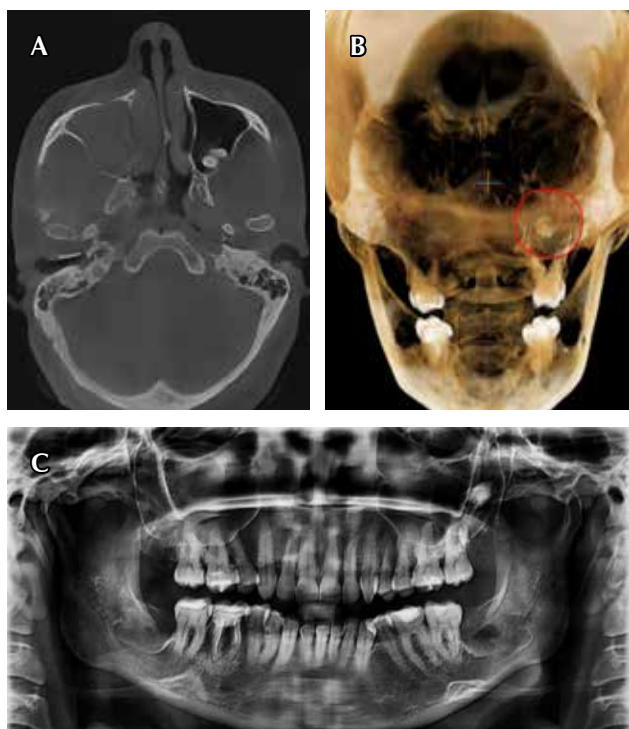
A) Tomografía computarizada, vista con corte transversal. B) Tomografía computarizada, vista frontal. C) Radiografía panorámica inicial.
